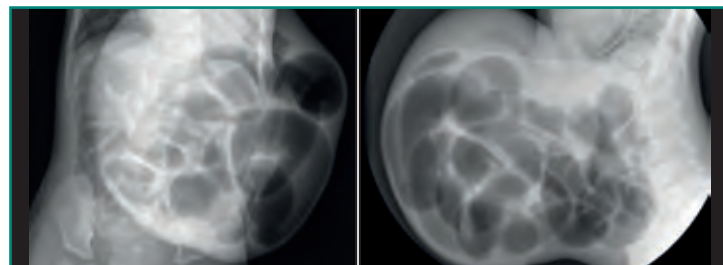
Onfalocele. Radiografías frontal y lateral de abdomen de un neonato con onfalocele. Las asas intestinales eventradas están recubiertas por peritoneo.
